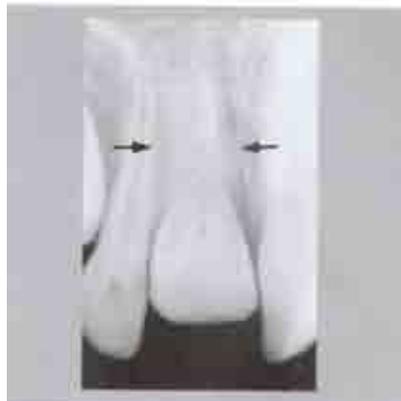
Radiografía de un incisivo superior con reabsorción avanzada por sustitución. Nótese la infraoclusión del diente afectado⁶.
